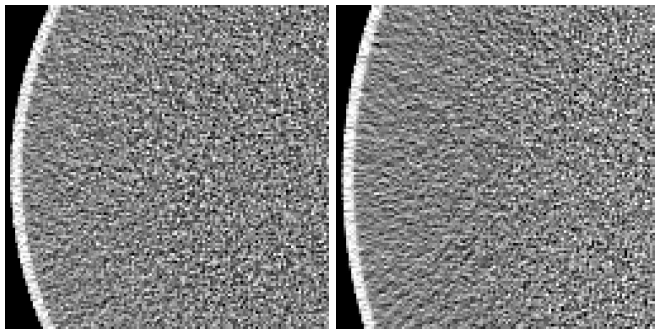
Excerpts (125 mm×125 mm) of CT images of water phantoms: 300 mm diameter (left), 400 mm diameter (right).
